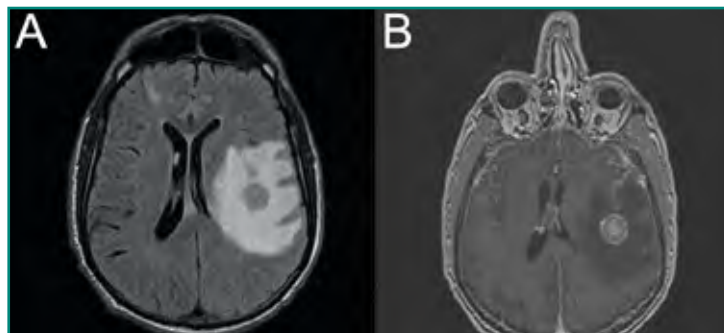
Imágenes de RM. A: axial FLAIR; B: T1 posadministración de contraste i.v. Metástasis de carcinoma de pulmón (edema desproporcionado para el tamaño de la lesión y realce en anillo).
